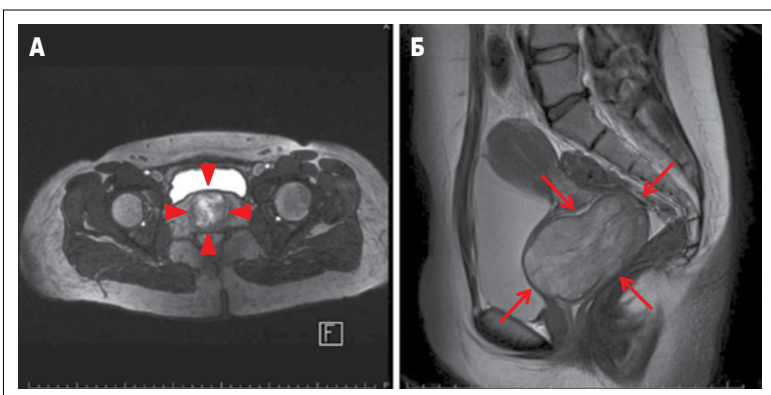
МРТ-зображення: А – солідна пухлина стінки піхви розміром 40 мм (20-й тиждень вагітності); Б – товщина стінки піхви до 70 мм (через 3 міс після пологів)
